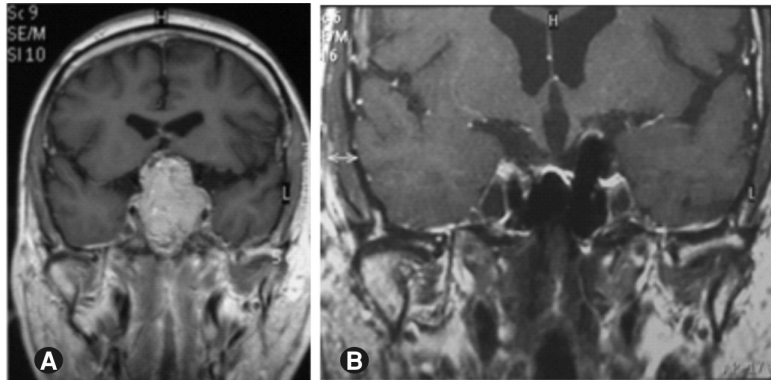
Resonancia magnética selar: prequirúrgica en secuencia T1 coronal con contraste (A) y postquirúrgica (4 años) en secuencia T1 coronal con contraste (B)
